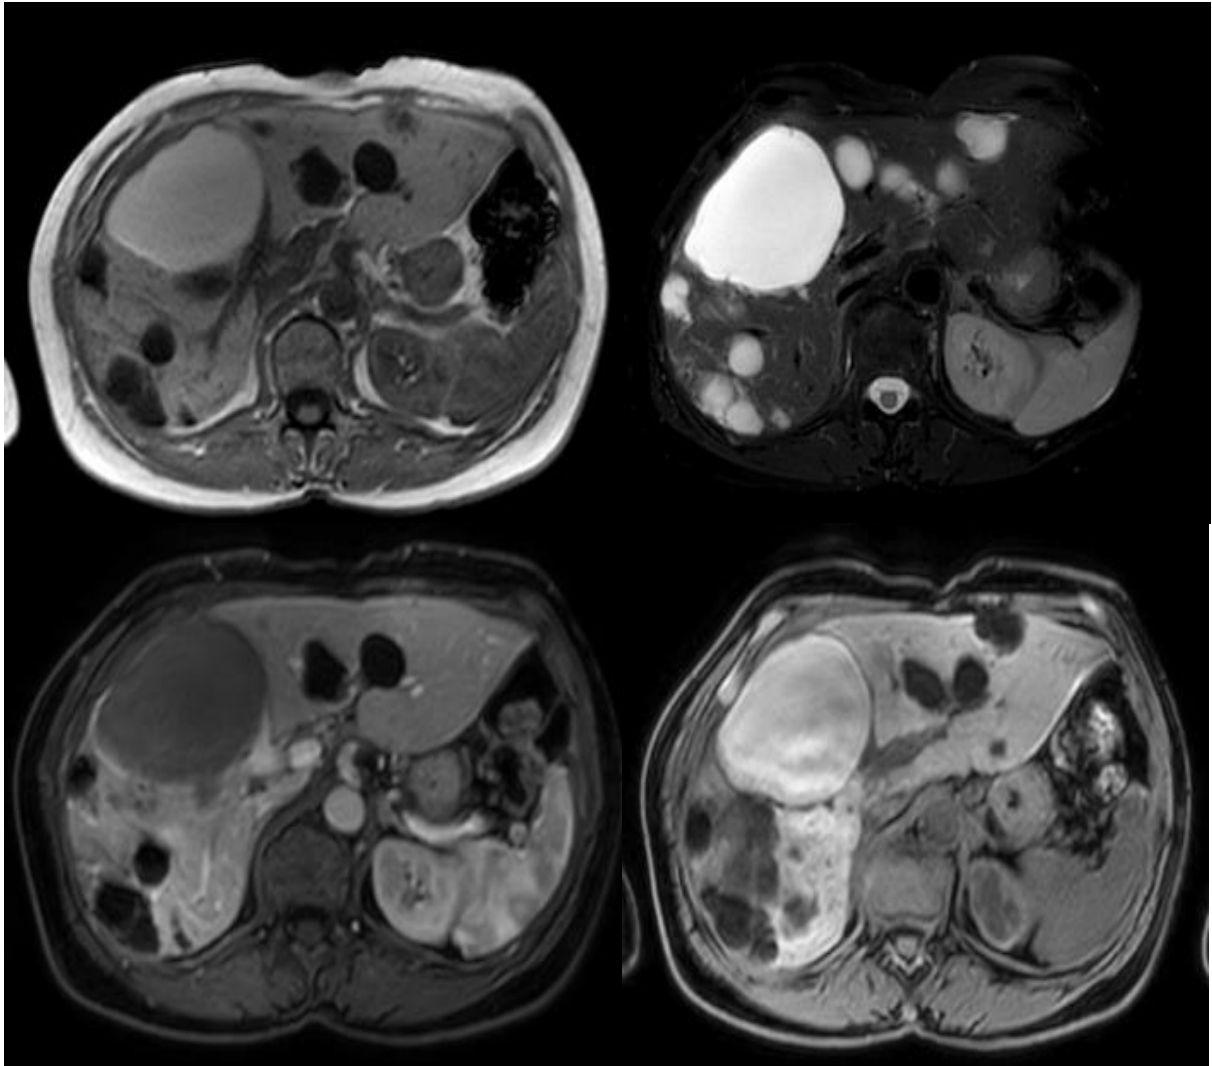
images d'IRM hépatique montrant un kyste hémorragique à la période aiguë [51].
